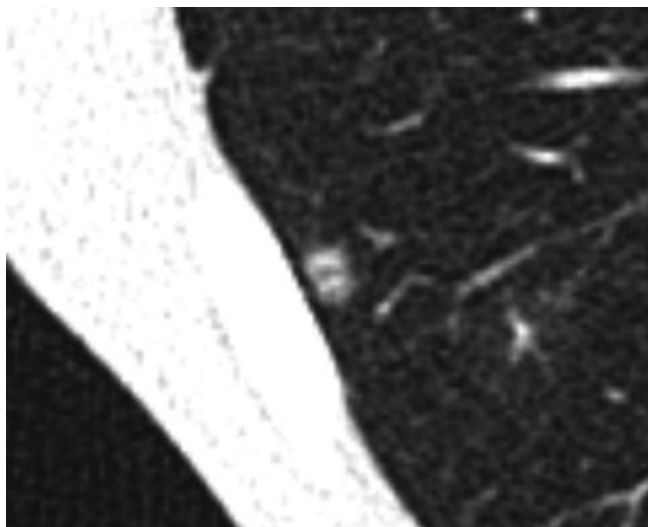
Bronchioloalveolar cell carcinoma in a 39-year-old man. Non-contrast CT with lung setting shows a 7 mm sized subsolid nodule with the spiculated mixed ground-glass attenuation in the right lower lobe.
